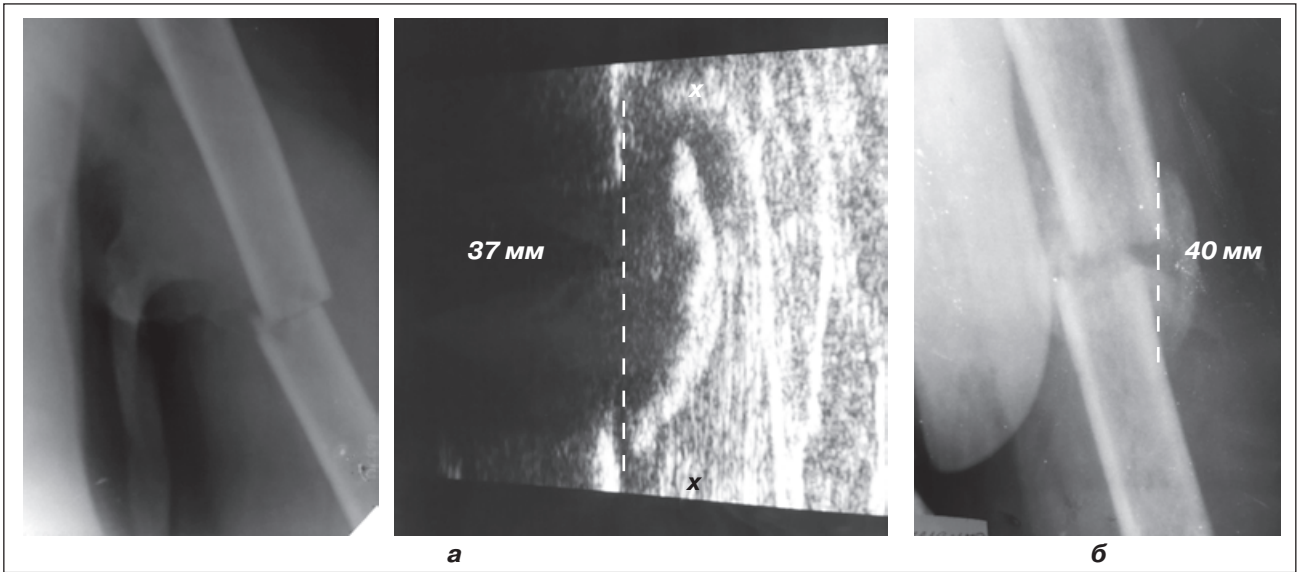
Рентгенограми та ультрасонограми хворої А., 64 років, з переломом плечової кістки: а – на 12-ту добу після перелому; б – через 1,5 міс. після перелому
